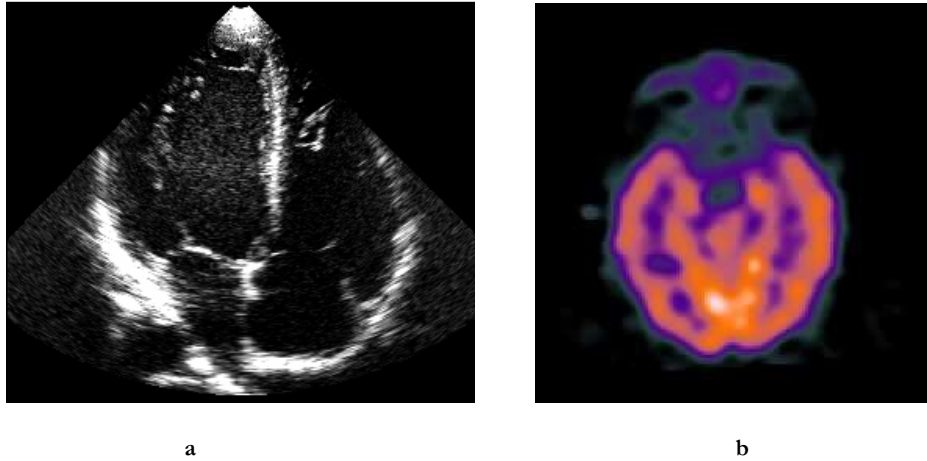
a) image échographique du cœur b) Coupe Scintigraphique
